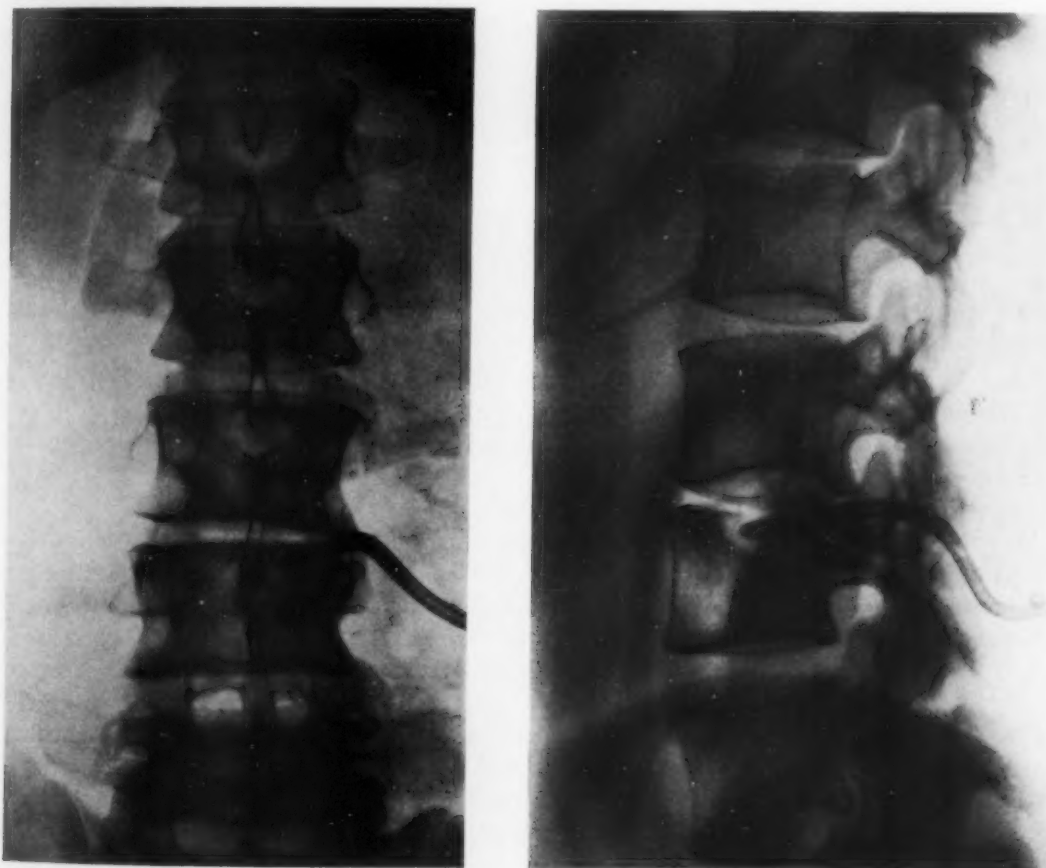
Ältere Knochencaverne. Deutlicher sklerotischer Rand, der bereits aus unspez. Gewebe besteht und belassen werden kann. Hier ist weitmöglichste Ausräumung wahrscheinlich. (Die Nachuntersuchung 8 Monate nach der Operation ergab klinisch und röntgenologisch völlige Ausheilung.)
